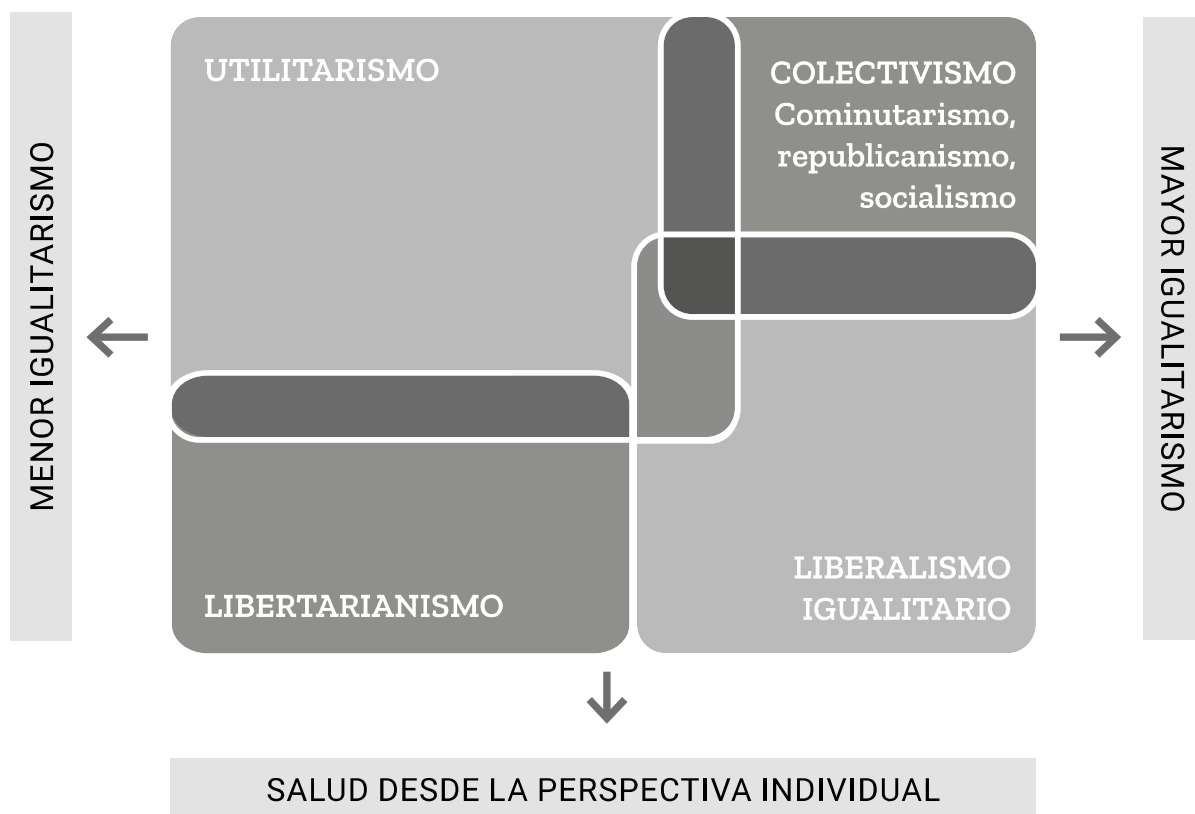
MARCO DE TEORÍAS DE LA JUSTICIA SEGÚN LOS EJES DE "PERSPECTIVA DE ANÁLISIS DE LA SALUD" E "IGUALITARISMO"
